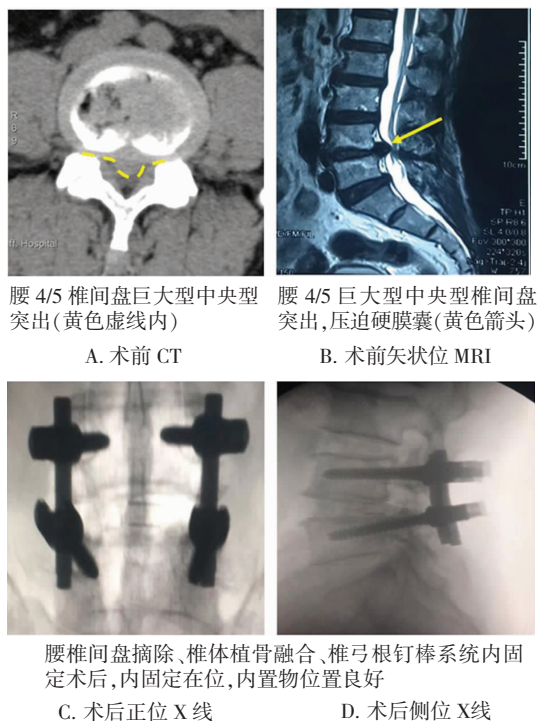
巨大型中央型腰椎间盘突出症患者术前 CT、MRI 及术后 X 线影像资料
